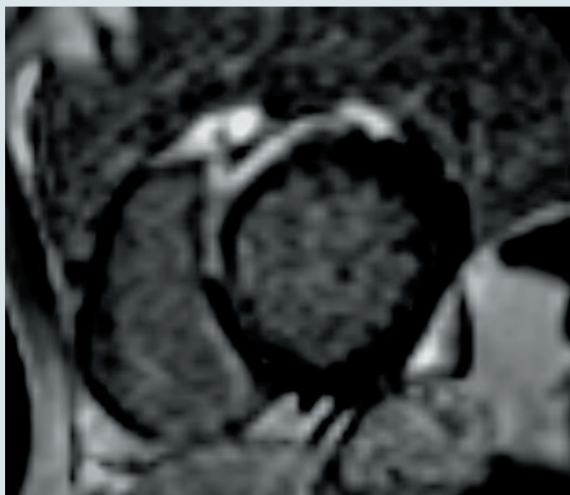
МРТ серця з гадолінієм. Відтерміноване контрастування в ділянці МШП, передньої стінки ЛШ та в місці кріплення правого шлуночка до МШП
